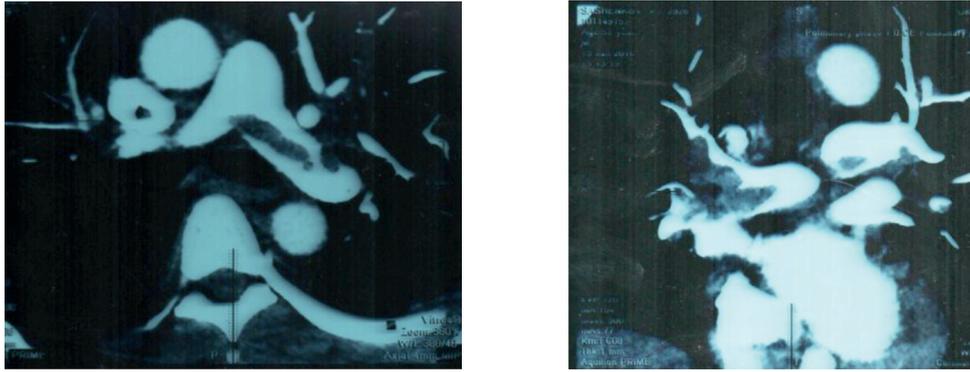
КТ-ангиопульмонография. Тромб в стволе легочной артерии
